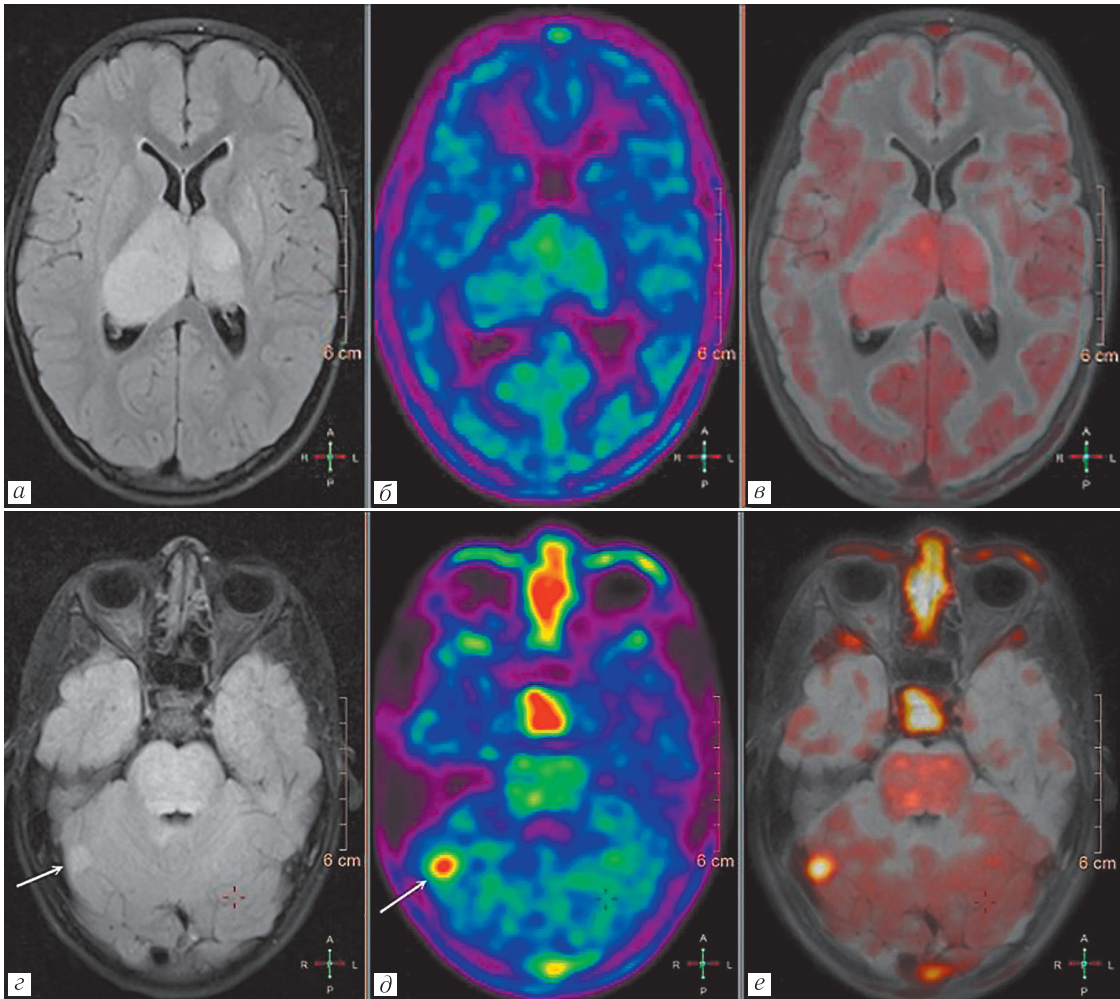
Биталамическая глиома с дистантным отсевом в мозжечок: *а, г* — FLAIR; *б, д* — ПЭТ; *в, е* — совмещение МРТ и ПЭТ. Опухоль зрительных бугров с распространением в варолиев мост характеризуется негативным захватом ¹¹С-метионина (верхний ряд). Мелкий гиперинтенсивный очаг на FLAIR-ИП в правом полушарии мозжечка (*г, стрелка*) демонстрирует высокий захват ¹¹С-метионина (*д, стрелка*), что подтверждает дистантный отсев опухоли (нижний ряд)
